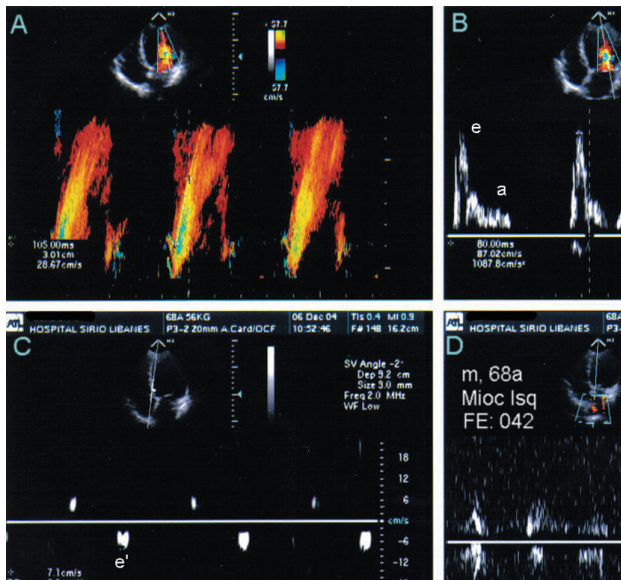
Exemplo típico de padrão restritivo de enchimento ventricular (paciente adulto com miocardiopatia isquêmica e grave depressão da função sistólica). A: color M-mode do fluxo mitral com lentificação do fluxo protodiastólico, à semelhança do exemplo anterior, caracterizado pela redução da velocidade de propagação de fluxo (28 cm/s). B: Doppler pulsátil do fluxo mitral com predomínio nítido da onda E sobre a onda A, associada ao encurtamento do tempo de desaceleração do fluxo diastólico (90 ms). C: Doppler tecidual do anel mitral com redução da onda e' (7 cm/s) e acentuada atenuação da onda a'. D: curva de fluxo de veia pulmonar inadequada para análise.
